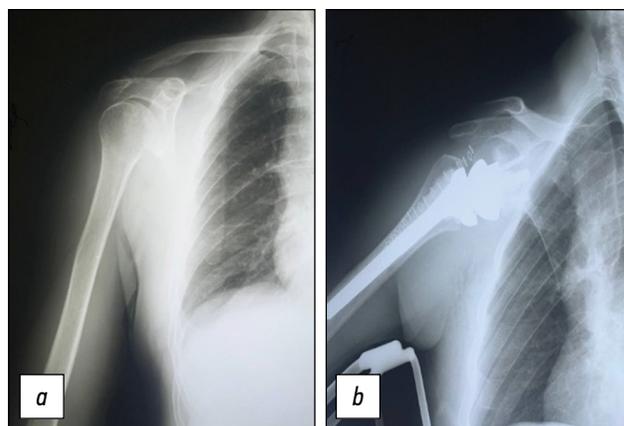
Рентгенография плечевого сустава. *a* — омартроз, *b* — реверсивный эндопротез.
